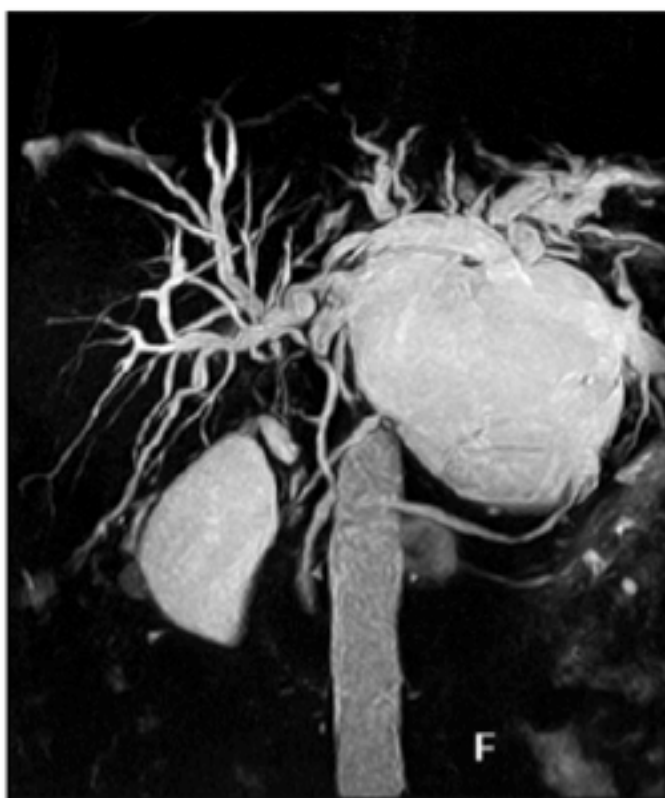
Cholangio-IRM avec reconstruction 3D montrant un kyste volumineux du lobe hépatique gauche associée à une dilatation diffuse des voies biliaires intrahépatiques [90]
